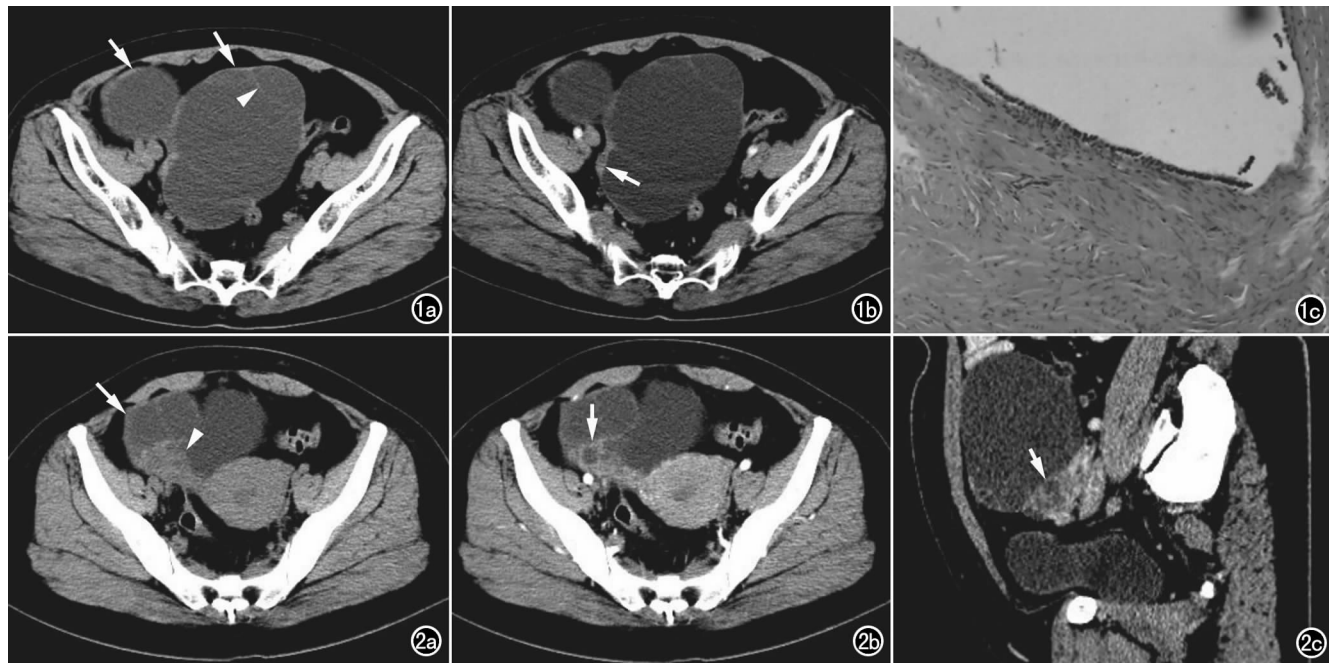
左侧卵巢 CAF 伴右侧卵巢浆液性囊腺瘤。a) CT 平扫示盆腔内两个囊性占位(箭),左侧病灶内可见分隔(箭头),局部囊壁可见稍增厚; b) CT 增强静脉期示左侧病灶囊壁及分隔轻度强化(箭); c) 左侧病灶镜下示囊壁被覆单层立方上皮,周围纤维组织增生($\times 100$, HE)。图 2 卵巢囊实性 CAF。a) 盆腔 CT 平扫示右侧附件区囊性为主的肿块(箭),肿瘤后壁结节乳头样突起(箭头); b) CT 增强动脉期示结节乳头样突起中等强化(箭),强化程度稍低于子宫,其内多个囊样结构; c) CT 增强动脉期矢状面重组示乳头样结节内囊样结构清晰直观(箭)。
